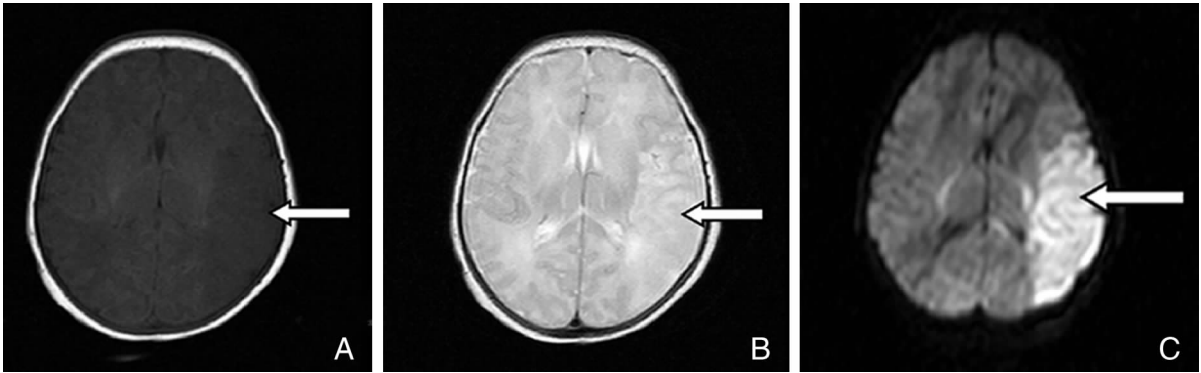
出生 27 h 头部磁共振图像 A: T1WI 成像, 左侧颞顶枕叶大片状低信号; B: T2WI 成像, 左侧颞顶枕叶大片状高信号; C: DWI 成像, 左侧颞顶枕叶大片状高信号。
